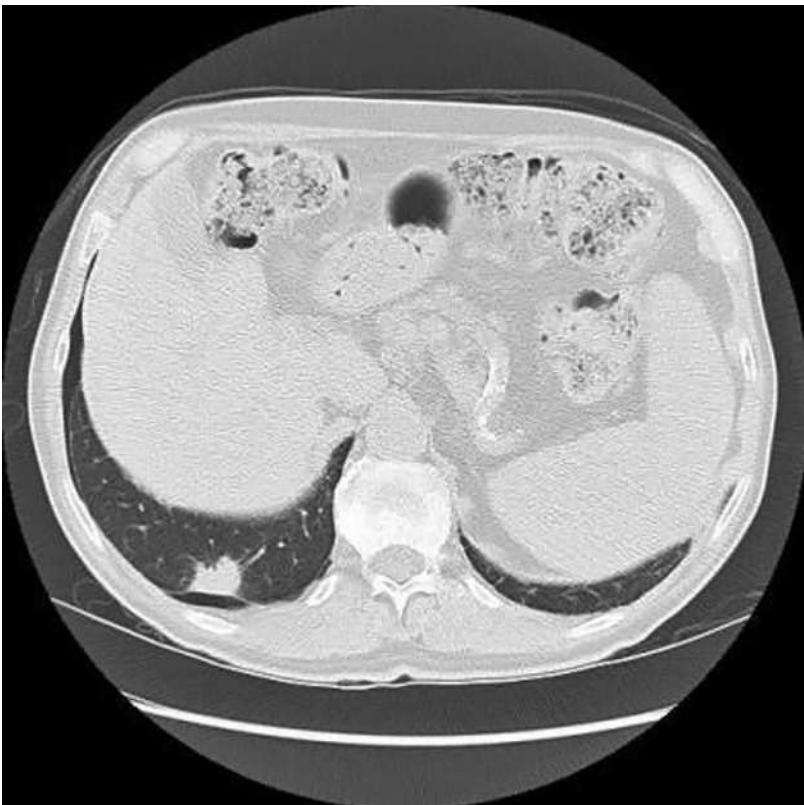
Lésion spiculée ponctionnée sous CT avec petit pneumothorax résiduel.
